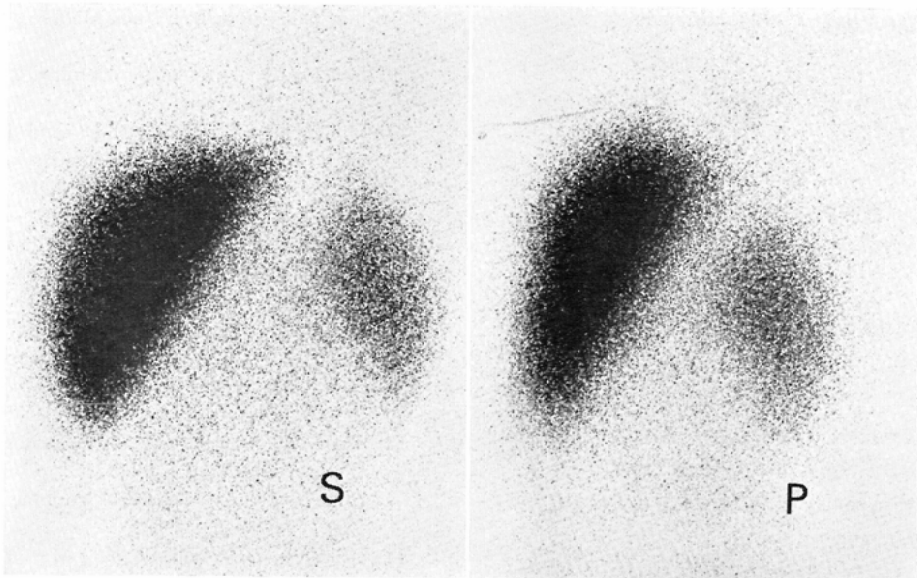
Left lateral view of the ^{99m}Tc phytate liver-spleen scintigram in supine and prone position. Spleen is moved downward and anteriorly in prone position.
